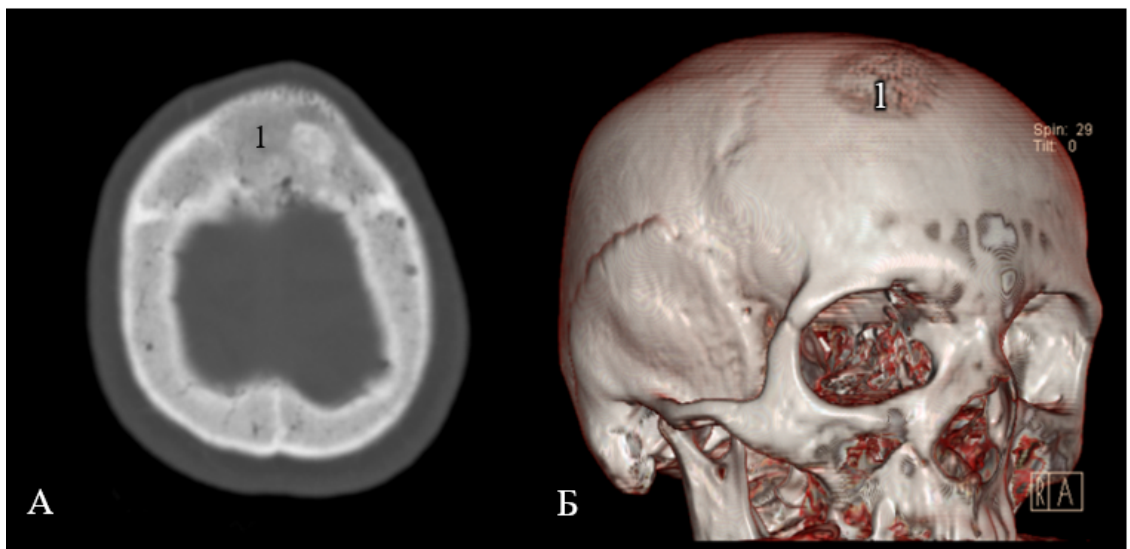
СКТ головного мозга в костном режиме. А (аксиальный срез); Б (3Д реконструкция) 1 – область гиперостоза
